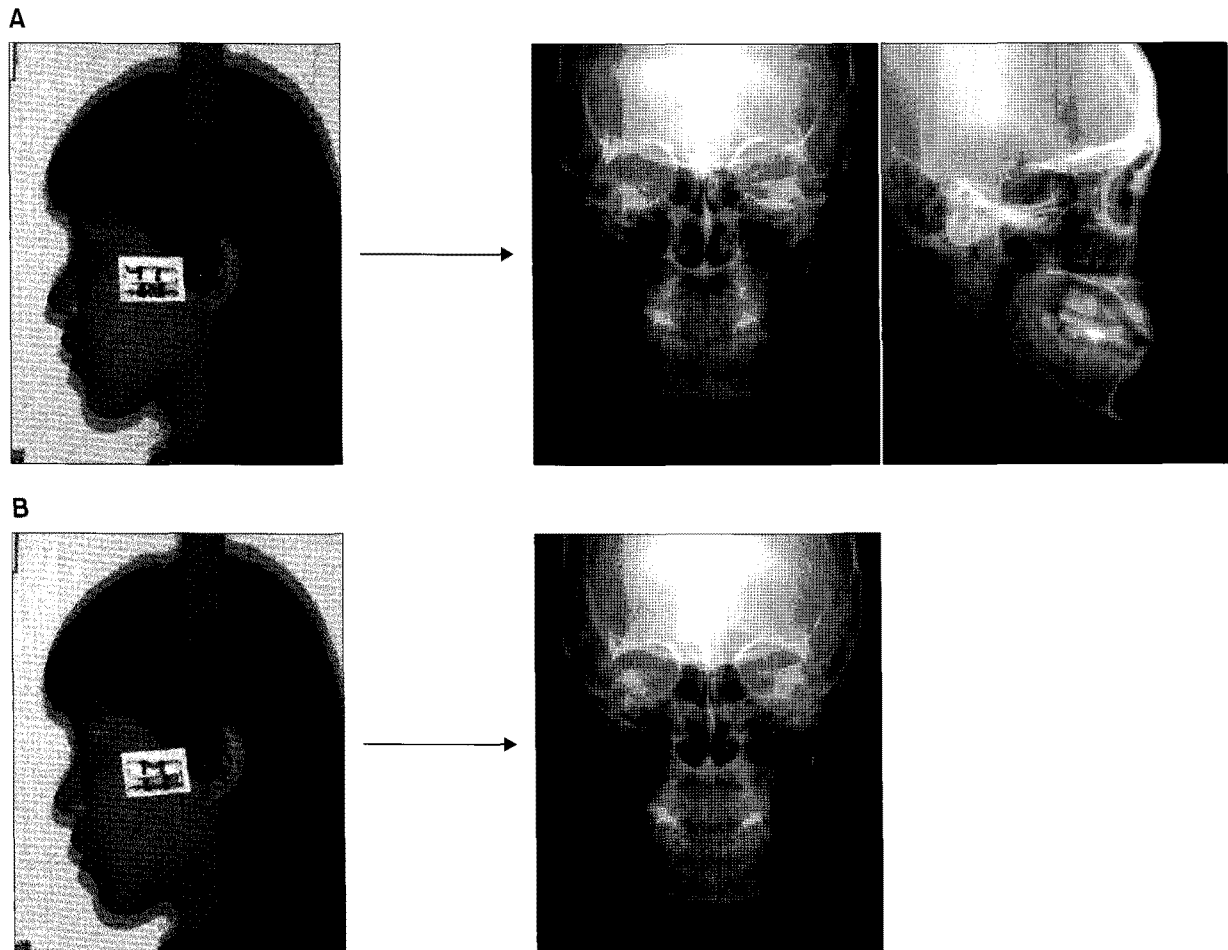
A, Frontal and lateral cephalograms were taken without head rotation using biplanar radiography; B, an additional frontal cephalogram was taken with the head rotated 5° down from the ear rod axis.
